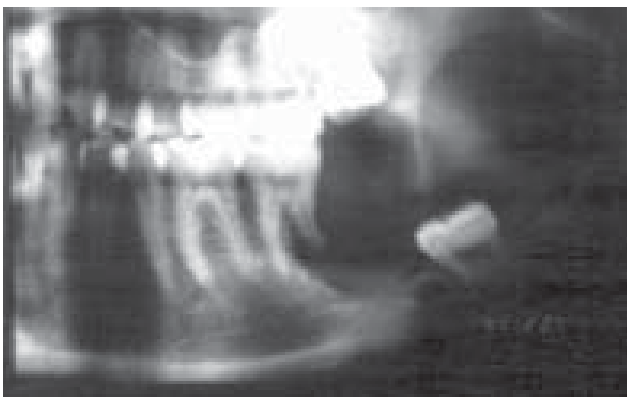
3K, 3L, 3M Radiography revealing a fibroosseous-like structures, the ill defined border, root resorption in DA cases.
